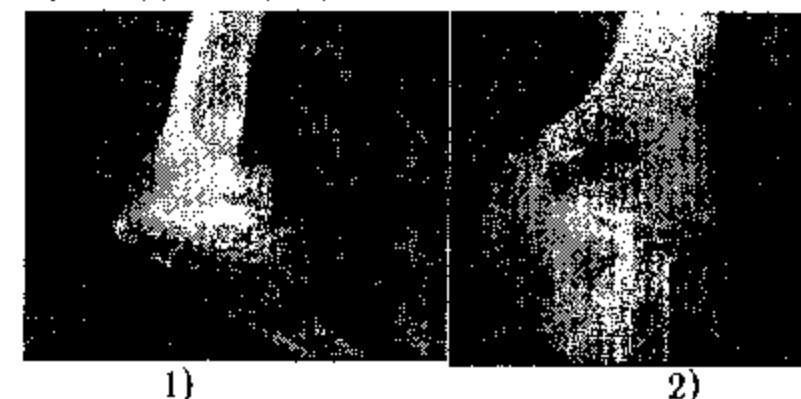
Фото рентгенограм хворого Д. (ист.хв. № 8028) через 3 роки після операції: 1- бічна проекція; 2 - пряма проекція.
